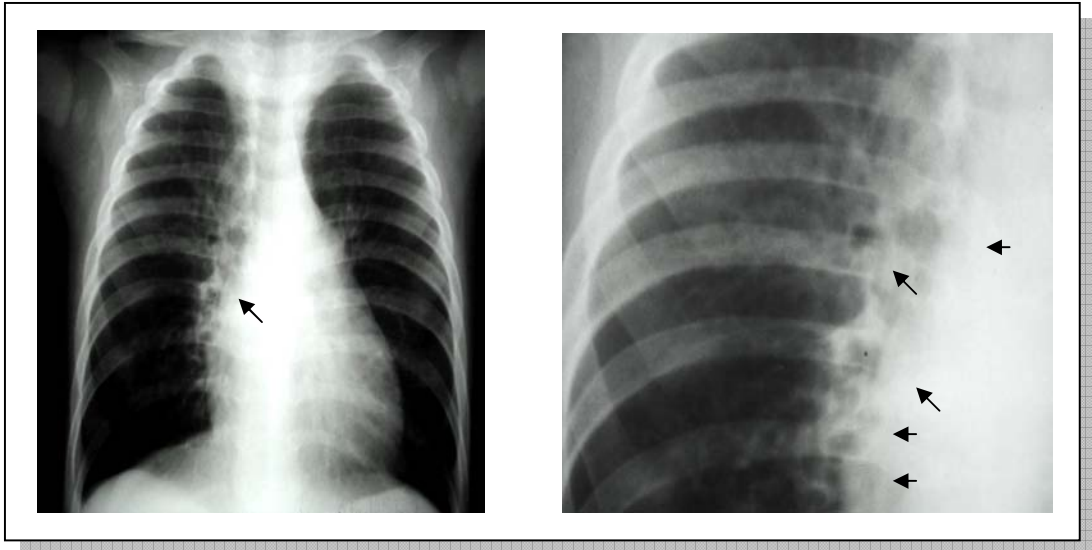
Radiografia do estudo anterior do paciente número 6, sugerindo a presença de bronquiectasias (setas)
